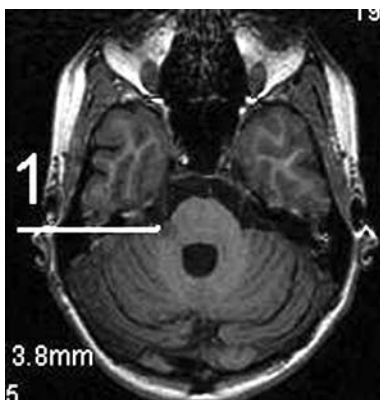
МРТ. Мікроневринома ТН. 1 — пухлина у проксимальному відділі корінця.
